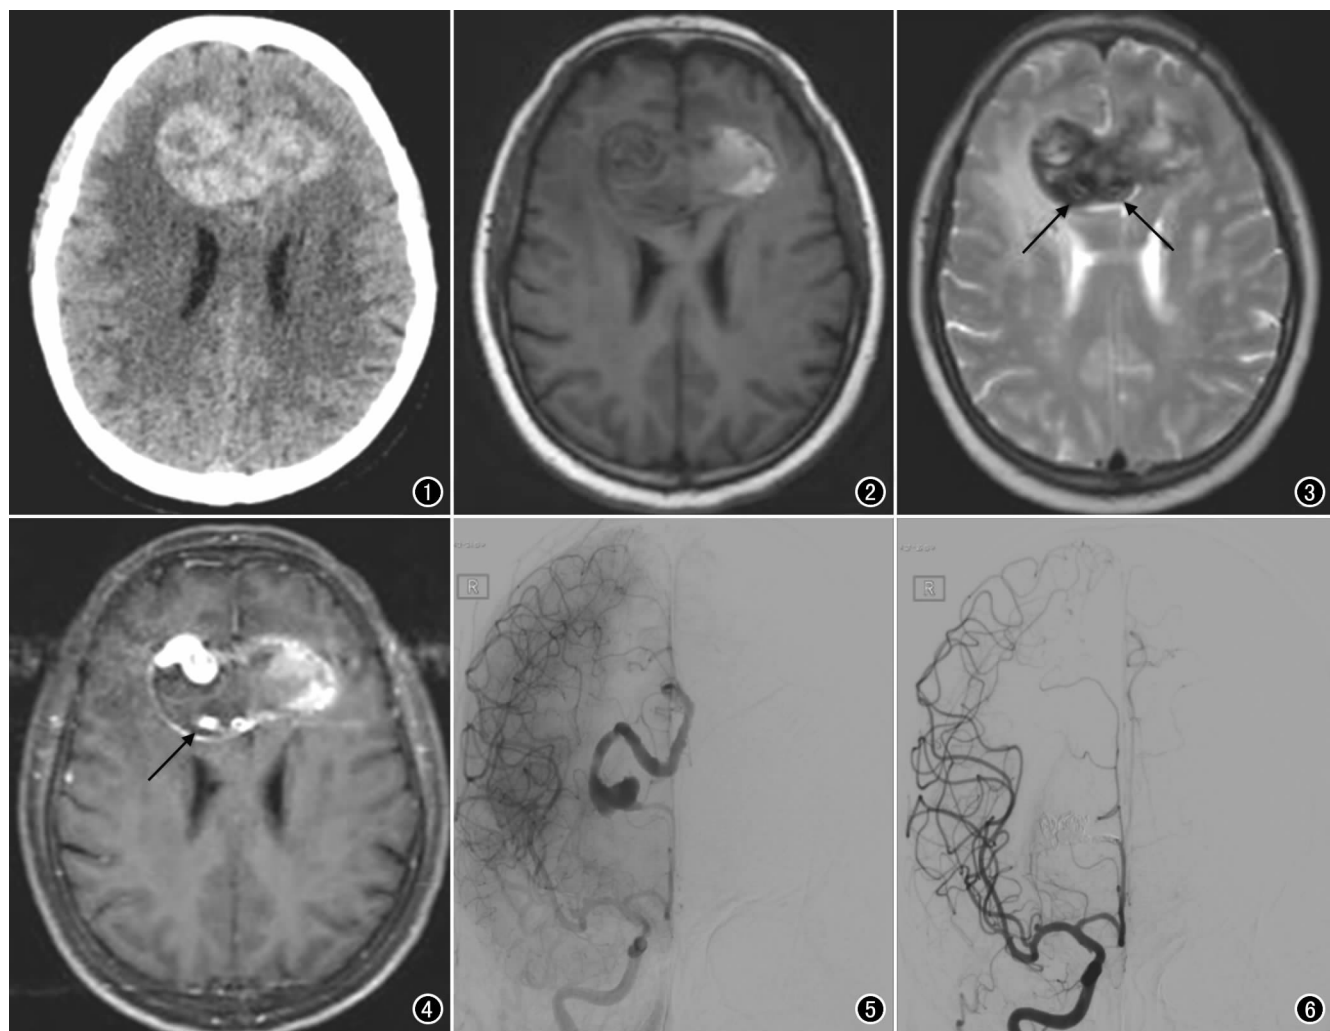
颅脑 CT 平扫横轴面图像示额部团块状混杂高密度影,侧脑室受压。图 2 颅脑横轴面 T_1 WI 示病灶呈不均匀高信号。图 3 颅脑横轴面 T_2 WI 示病灶呈混杂高低信号,局部见偏心走行的流空效应(箭)。图 4 颅脑 MRI 增强扫描横轴面示迂曲的血管通道(箭)以及病灶边缘均匀强化。图 5 DSA 示蛇形动脉瘤独立的流入口、流出口,流出口向楔前叶供血。图 6 栓塞后 DSA 发现动脉瘤无对比剂充盈。
